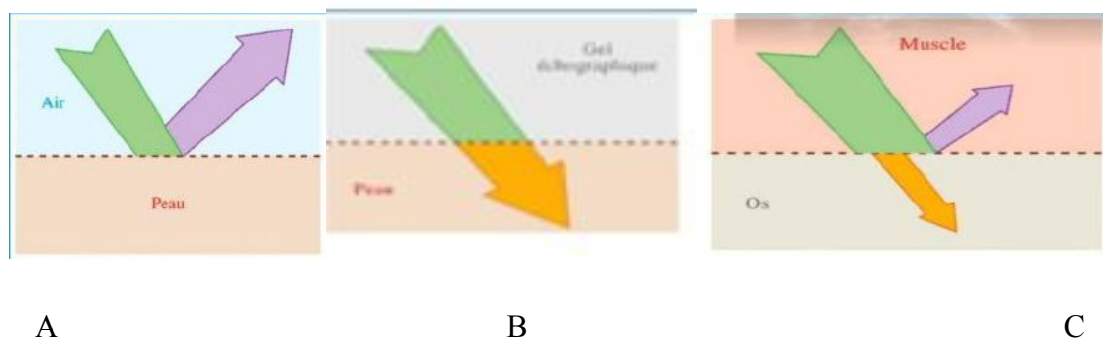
Principes de l'échographie
